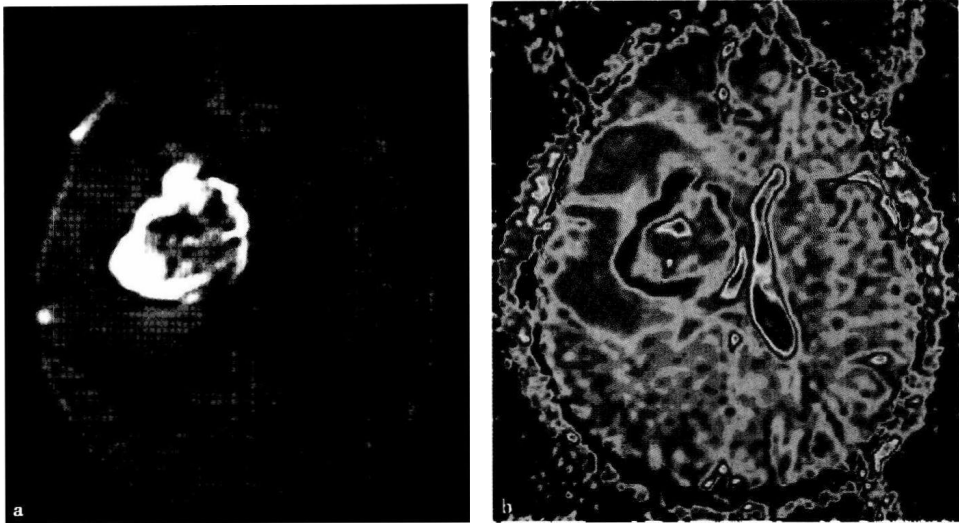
颅内血肿,血肿在 DWI 序列上呈外周高信号中间混杂低、等信号,血肿周围水肿区广泛,ADC 值较对侧升高
